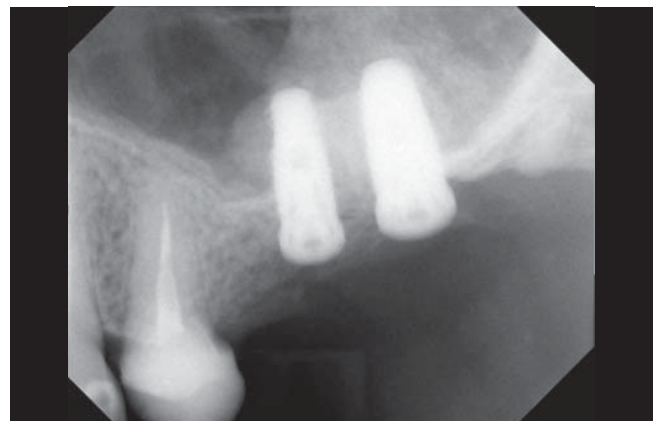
Röntgenkontrolle des Implantats sechs Monate nach der Insertion
